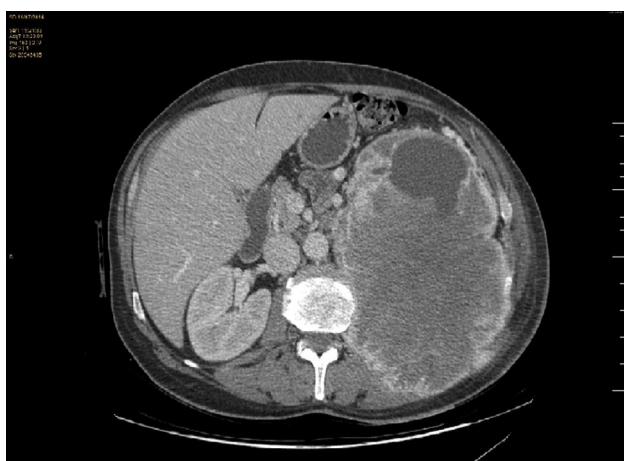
Imagen de TAC inicial que evidencia masa extensa a nivel izquierdo con compresión de múltiples estructuras.
